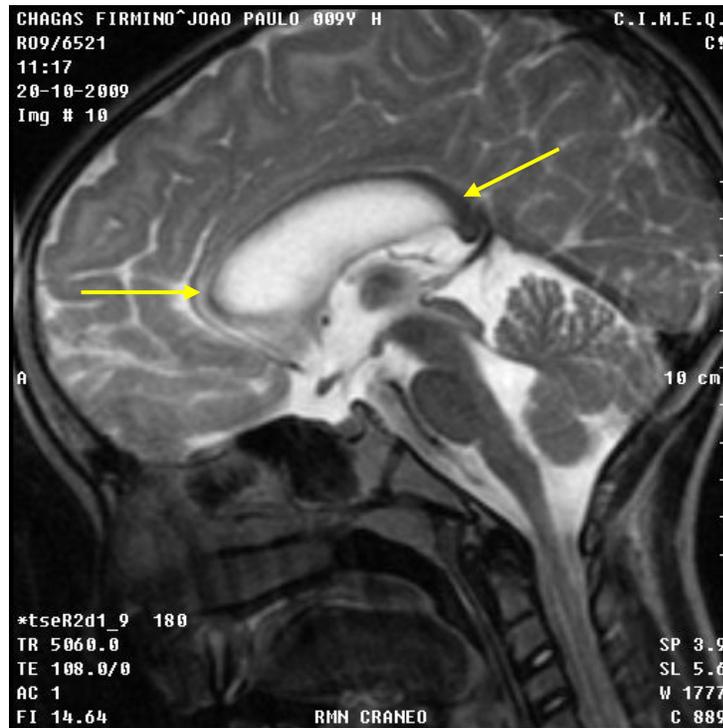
RM corte sagital en T2 de cráneo.
